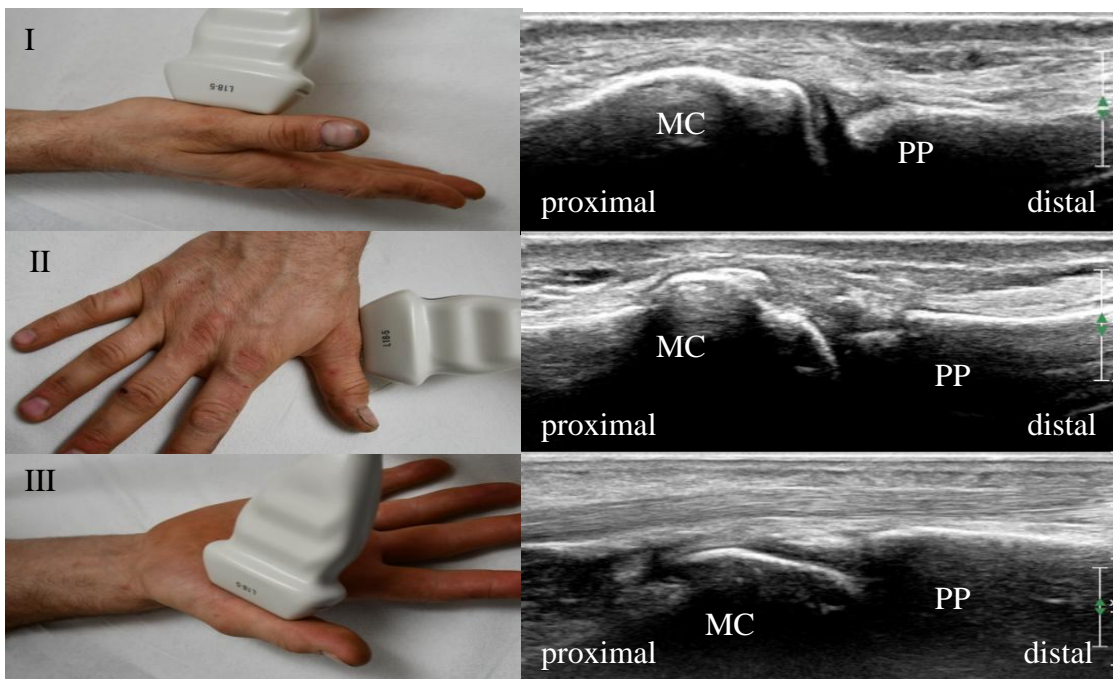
Darstellung der Schallkopfpositionen der Sonographie des Metacarpophalangealgelenk (MCP) 1 der Hand. Darstellung jeweils im Bild und korrespondierendem Ultraschallbild. MCP 1 radial (I), MCP 1 dorsal (II), MCP 1 palmar (III) jeweils im Längsschnitt. MC = Os metacarpale, PP = proximale Phalanx
